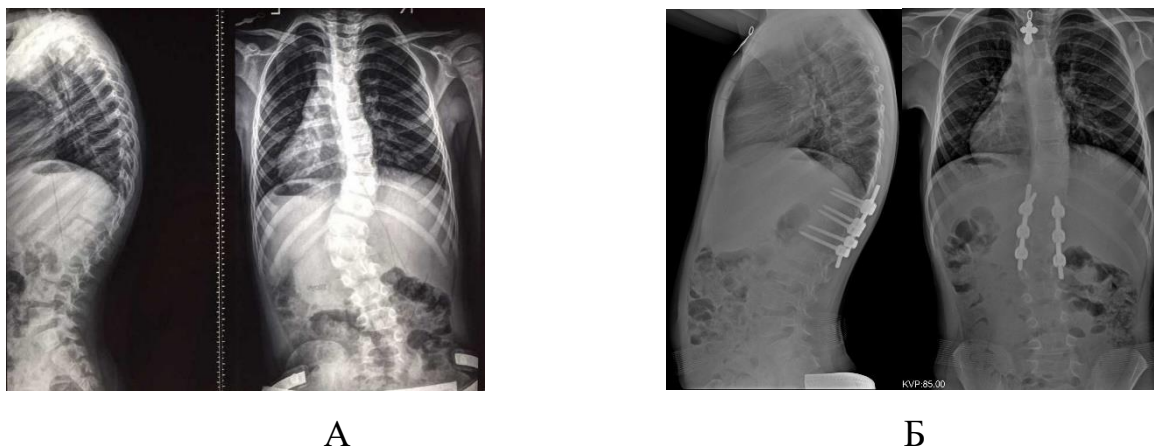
Рентгенограммы позвоночника ребенка В., 6 лет: А – до операции; Б – после операции.
